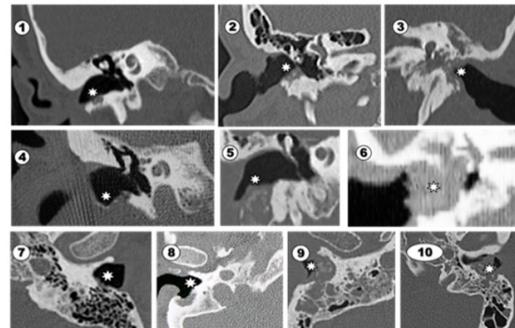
Se muestran 10 imágenes de TC con colesteatoma de conducto auditivo externo (CCAe), pertenecientes a distintos pacientes. 1 a 6 son secciones coronales a nivel de CAE, donde el asterisco muestra la erosión producida por el CCAe, circunscrita en las imágenes 1 y 2, pero progresivamente más invasiva en el resto, hasta penetrar en el oído medio (6). De 7 a 10 son cortes axiales, con lesiones similares, circunscritas al CAE en 7-8 y con invasión de celdas mastoideas (9-10) en mastoides muy neumatizadas.
